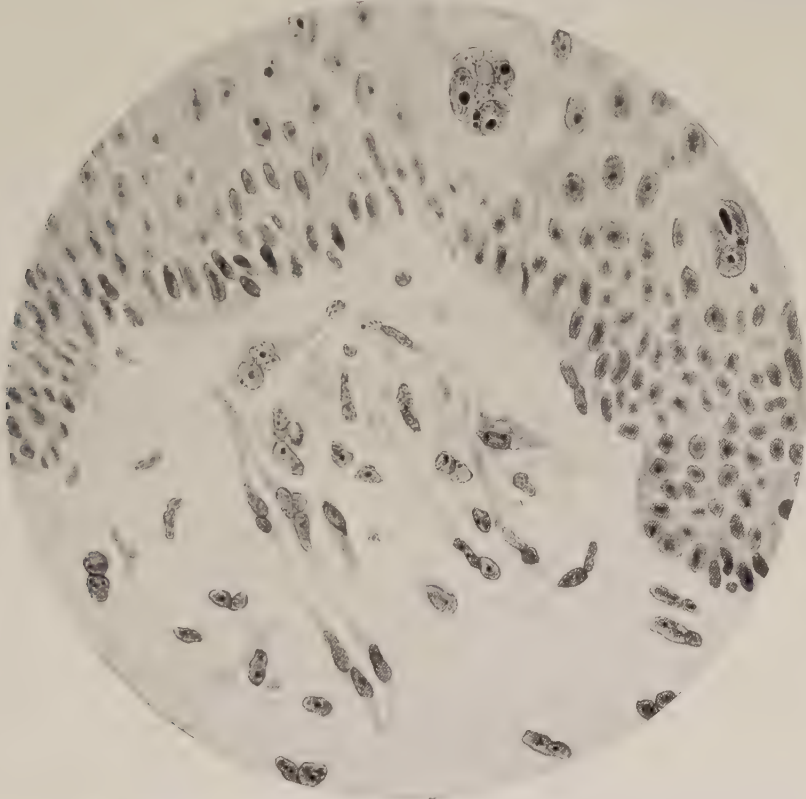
Menschliche Epidermis im Stadium der abklingenden akuten Röntgenreaktion. Nach Miescher. 55 Tage nach Applikation von ca. 1 H.E.D. (Gebiet der „3. Welle“.) Verbreiterung der Epidermis ca. auf das Dreifache der Norm. Zellen durchweg normal; etwas hypertrophisch. Mehrkernige Zellen fehlen, bis auf ganz wenige isolierte megaloplaxenartige Riesenexemplare mit einer größeren Zahl haufenförmig beisammenliegender Kerne und mächtigem eosinroten Protoplasmaleib. In der Kutis mehrkernige Fibrozyten und Endothelzellen.
